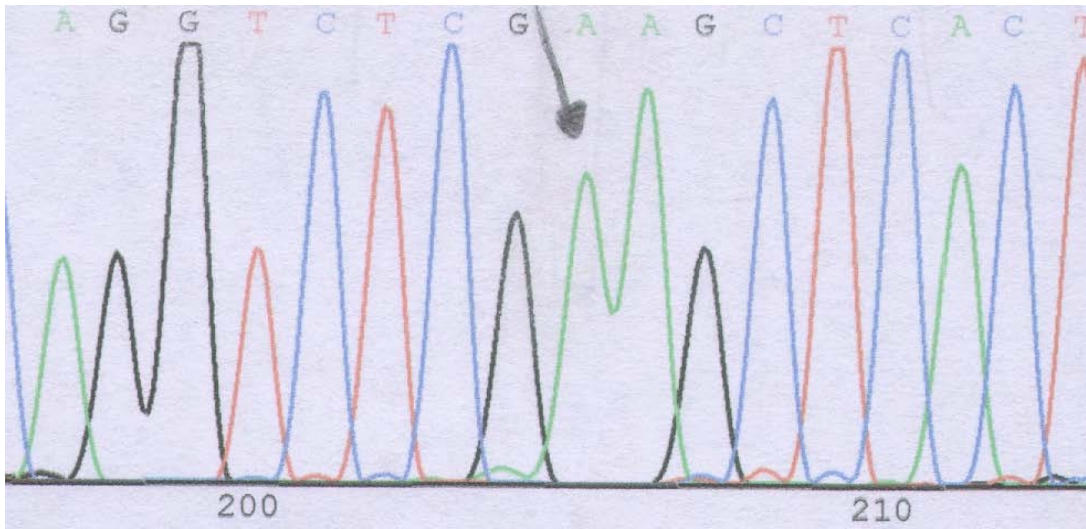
Seqüenciamento representativo mostrando a mutação cys611tyr (TGC→TAC).
